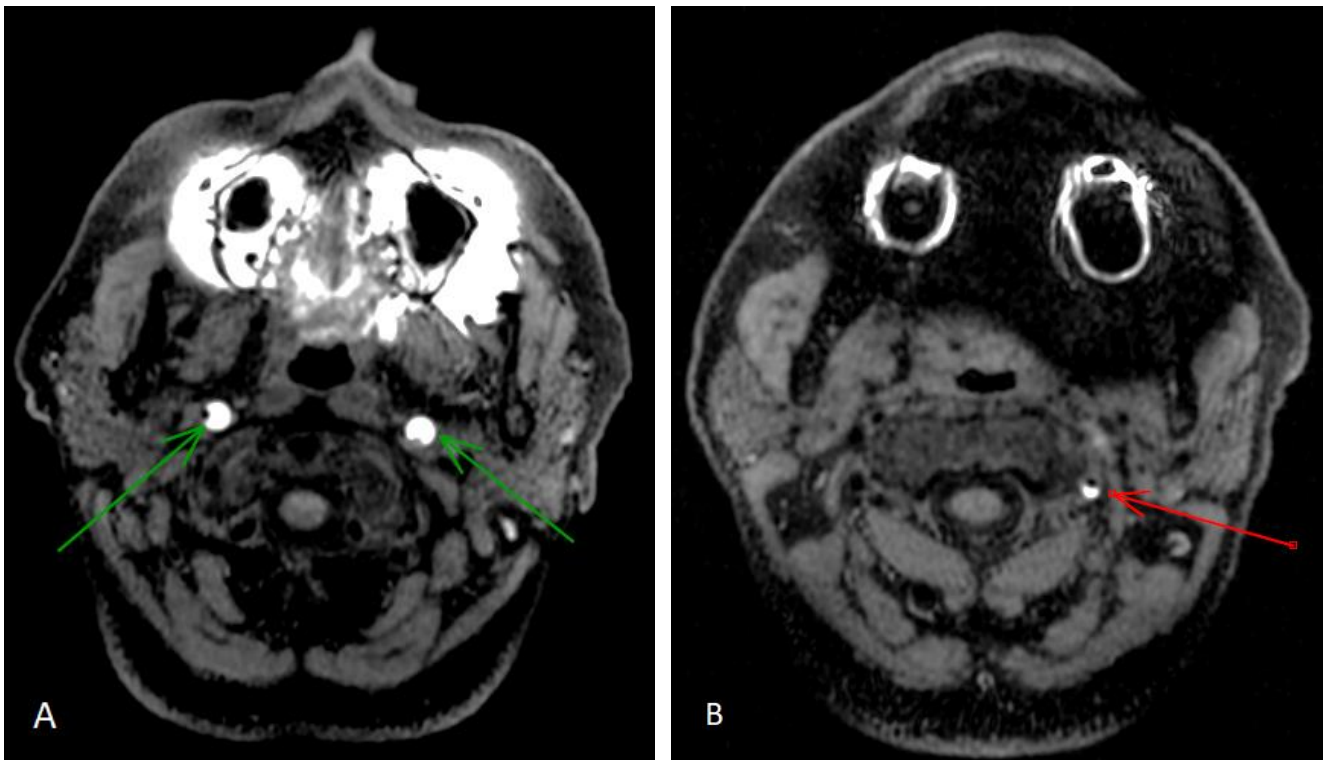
Ces images axiales d'une séquence 3DT1 sans injection mettent en évidence les hématomes pariétaux spontanément hyperintenses dans le cadre d'une dissection bilatérale des carotides internes (A, flèches vertes) et de l'artère vertébrale gauche (B, flèche rouge)). Cette patiente avait déjà réalisé 3 semaines auparavant une IRM cervicale pour une suspicion de névralgie cervico-brachiale et a été réadressée en externe par son médecin traitant pour un bilan de céphalées.
